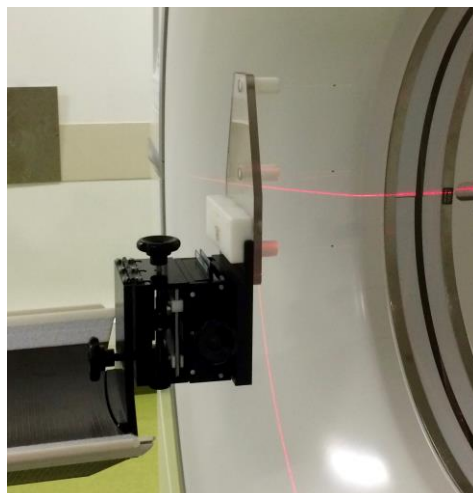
Posicionamento dos tubos capilares com ^{18}F -FDG.
